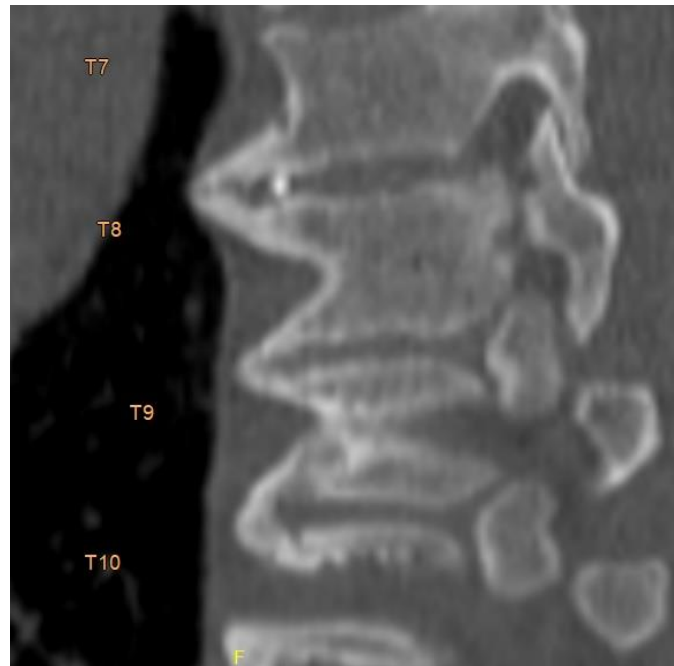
Osteofit Morfolojik Evre 0 olarak değerlendirilmiş BT görüntüsü
